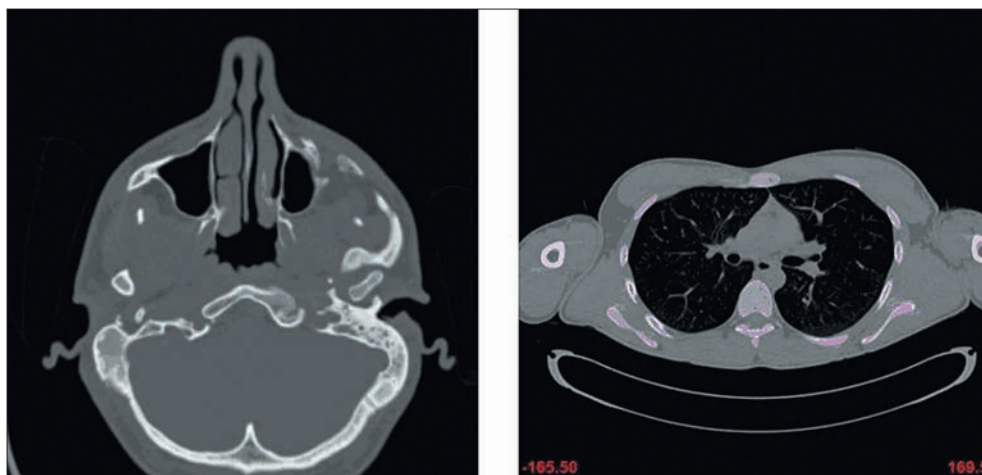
Примеры томограмм, полученных на компьютерном рентгеновском спиральном томографе в формате DICOM.
